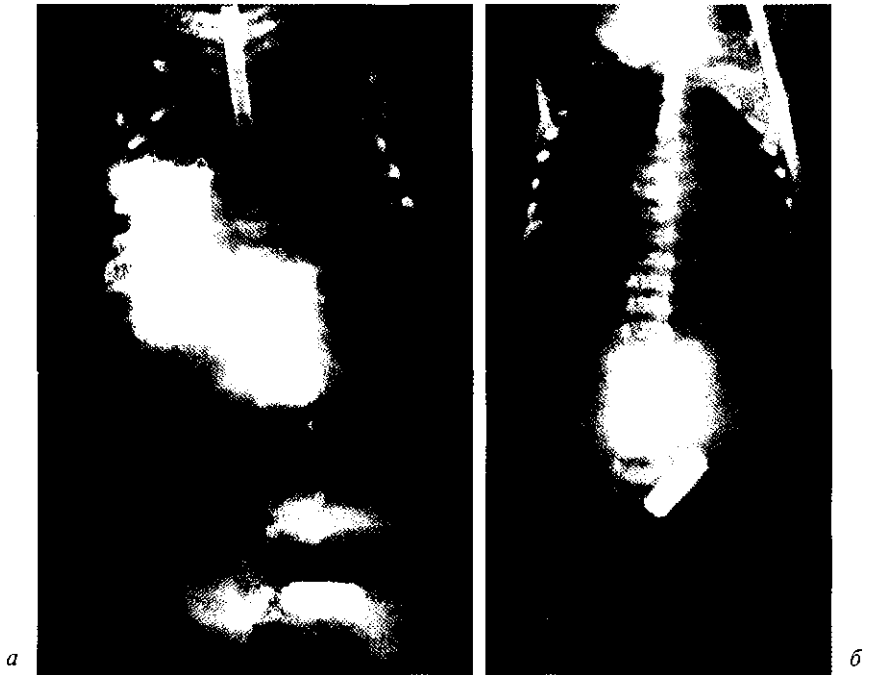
Атрезия пищевода. Рентгенография после введения рентгеноконтрастного катетера. Катетер находится в слепом конце пищевода, *а* — свишевая форма; *б* — бессвишевая форма.
